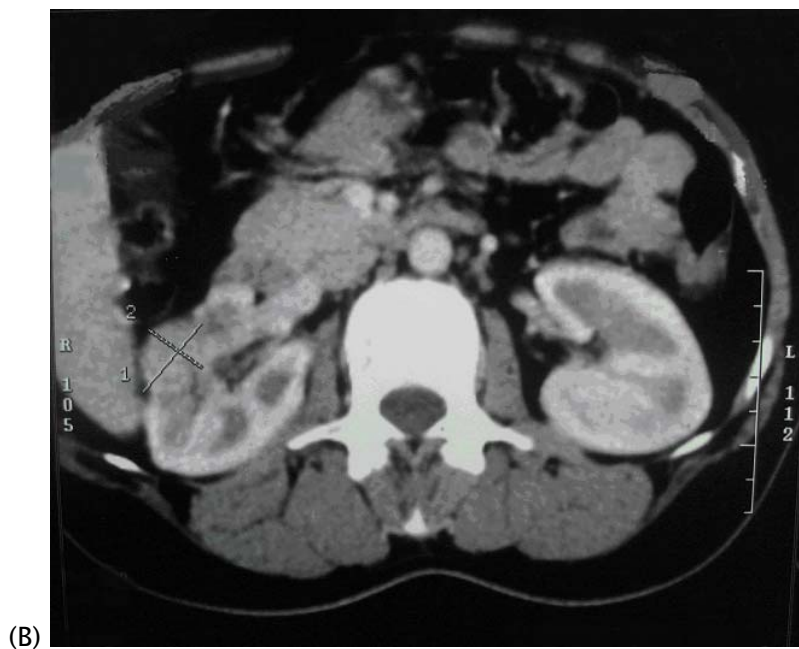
(B): TDM abdominale en coupe axiale avec injection de PDC pas tout à fait au même niveau que la précédente. La lésion tumorale est visible sous forme d'un nodule bien limité hyperdense et homogène. Elle mesure 25mm de diamètre. (Cas n°7 : carcinome chromophile)
